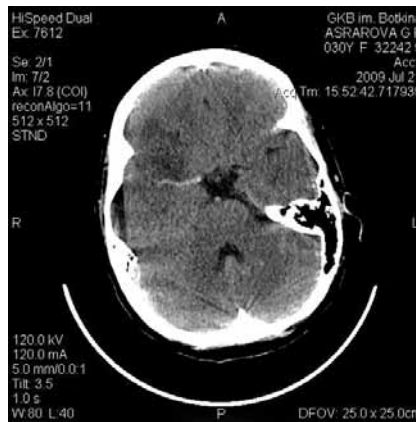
Нативная КТ пациента с ОНМК по ишемическому типу в бассейне правой СМА (острый период). В правой лобно-височной области определяется зона отёка (ишемии) вещества с потерей разграничения серого и белого вещества в зоне островковой доли и гиперденсная правая СМА.
